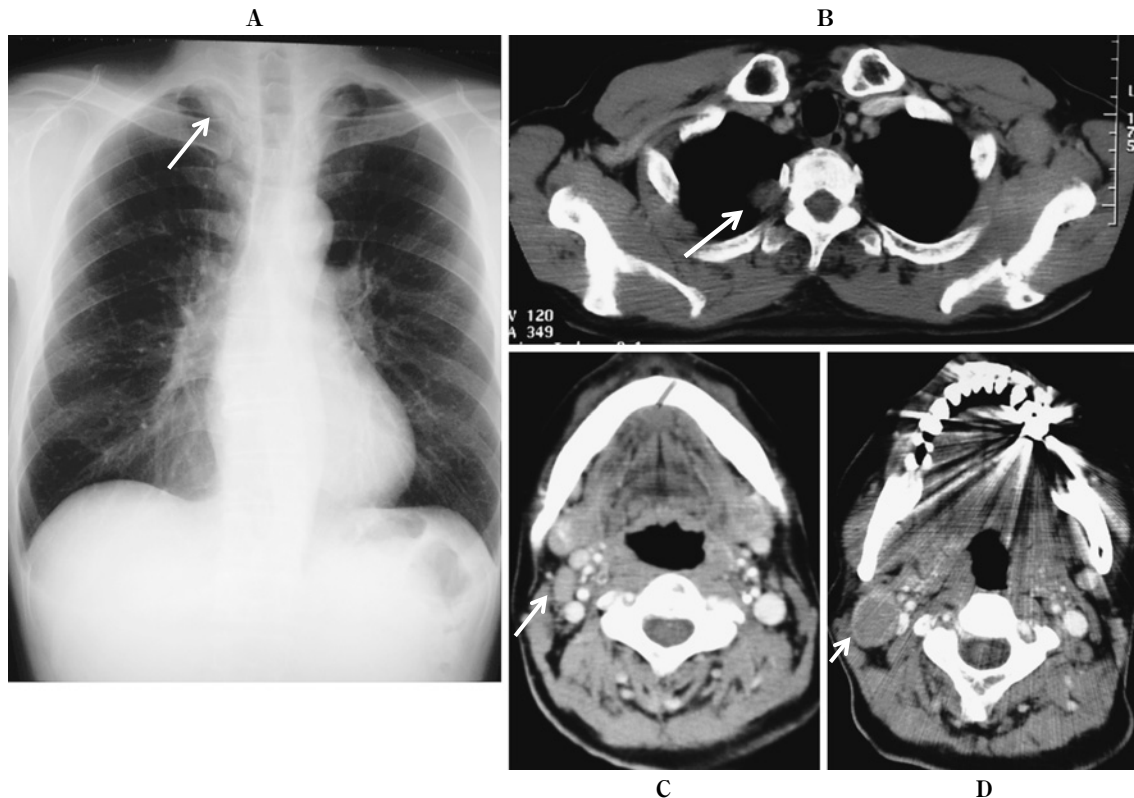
A) A chest X-ray film showing that the mass in the right upper lung field had been reduced in size in June 2007. B) A CT scan showing that the mass in the right upper lobe had been reduced in size in June 2007. C) A CT scan showing that the right cervical lymphadenopathy had been reduced in size in June 2007. D) A CT scan in June 2007 showing a new region of right cervical lymphadenopathy.
